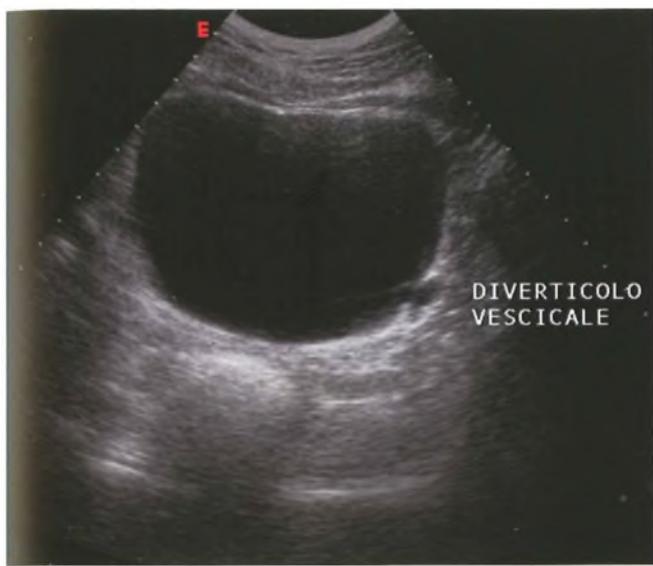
Ecotomografia della vescica: presenza di diverticolo vesicale.
